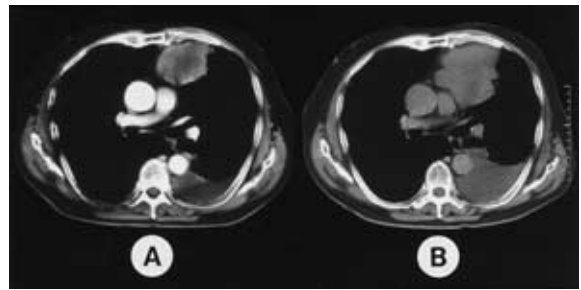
A ) Chest computed tomogram on admission, showing a tumor ( 60 × 50 mm ) in the left S<sup>3</sup> with left pleural effusion. B ) Chest computed tomogram on February 28, 2002, showing an enlarged tumor ( 90 × 80 mm ) and increased pleural effusion.
